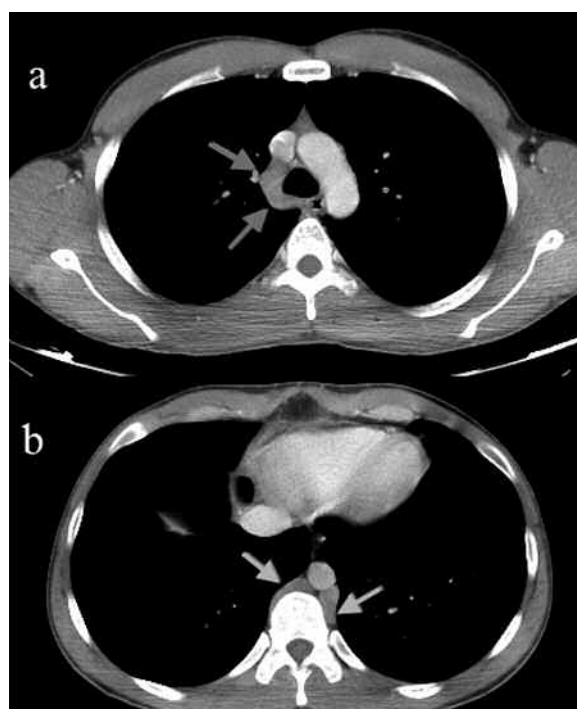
(a) TC plano axial en el nivel de la VCS, donde observamos un aumento de calibre del cayado de la vena ácigos (flecha); (b) dilatación de las venas ácigos y hemiacigos (flechas).
